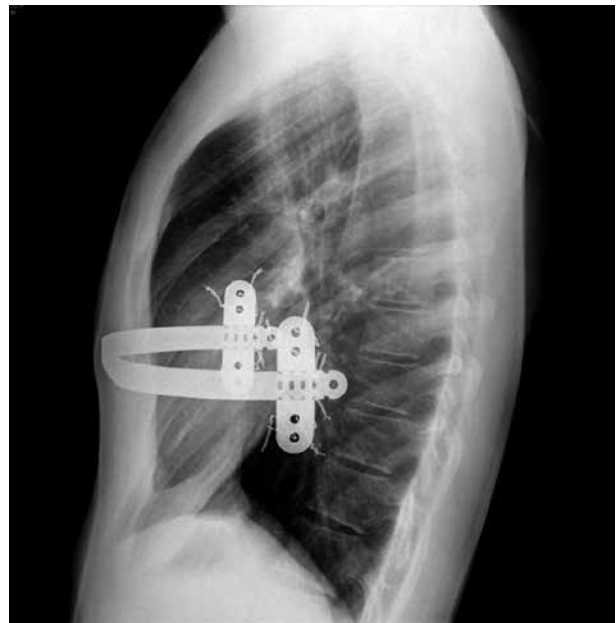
Radiografía lateral de tórax a los 3 meses del implante.
